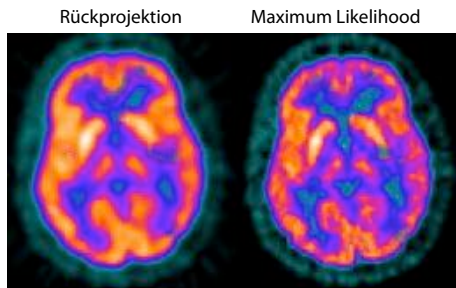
Vergleich unterschiedlicher Bildrekonstruktionsverfahren für eine  $^{18}\text{F}$ -FDG Aufnahme an einem Alzheimer-Patienten.
